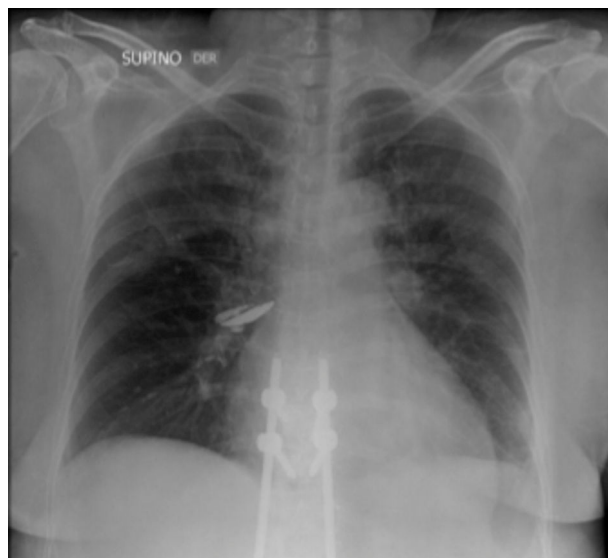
Radiograf3a de t3rax que evidenciaba cardiomegalia e im1genes radiodensas en el hilio derecho de etiolog3a por precisar, adem1s de peque1os derrames pleurales bilaterales y cambios posquirúrgicos a nivel de columna dorsolumbar con presencia de material de artrodesis.
